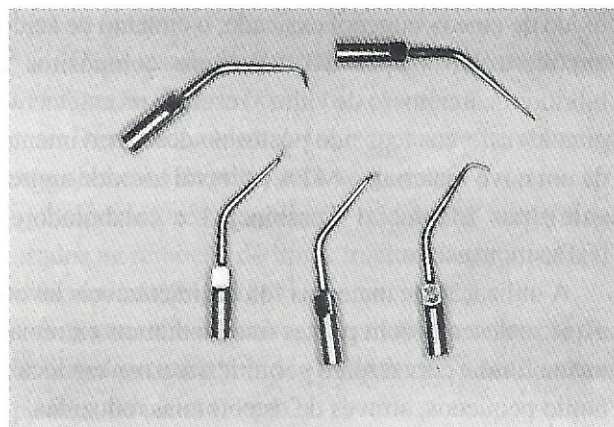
Pontas apicais para unidades ultrasónica EIE tipo CT (Carr tips)
